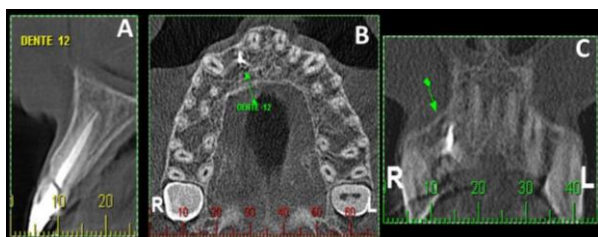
Tomografia computadorizada da maxila evidenciando dente 12 com reparo da cortical óssea vestibular. A) Corte sagital. B) Axial. C) Coronal. Fonte: os Autores.
